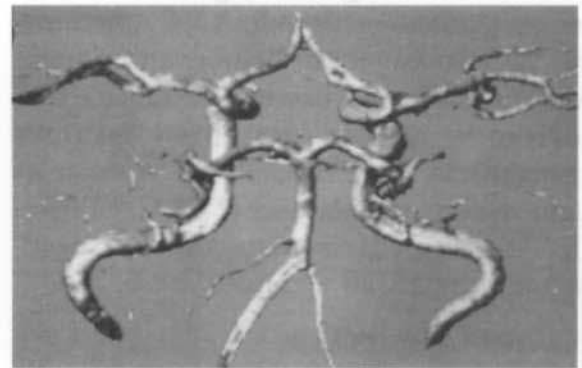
Angiorresonancia cerebral, en la cual se observa el "Polígono de Willis", y un pequeño aneurisma localizado en la bifurcación de la arteria cerebral media.
